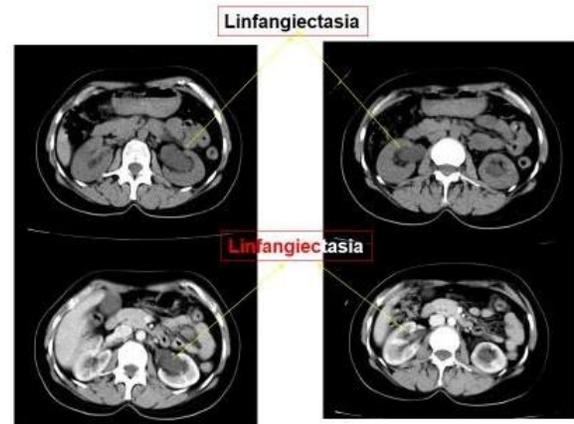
Nefrotomografía contrastada: Corte axial, se observa imagen de linfangiectasia, no aumento de densidades al paso del contraste.
